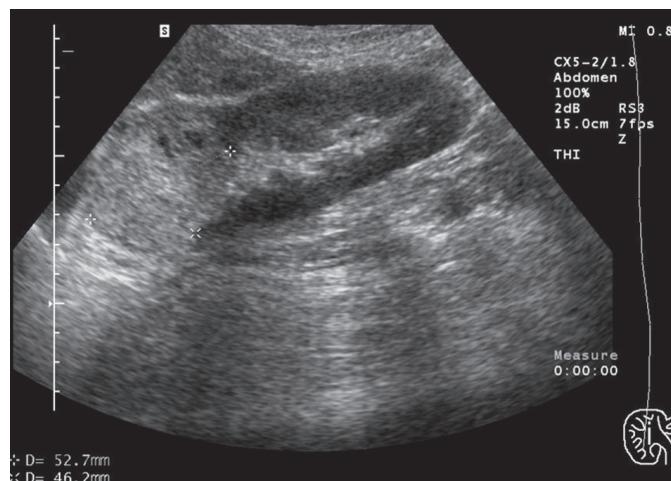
УЗИ-картина гиперэхогенной солидной опухоли почки
